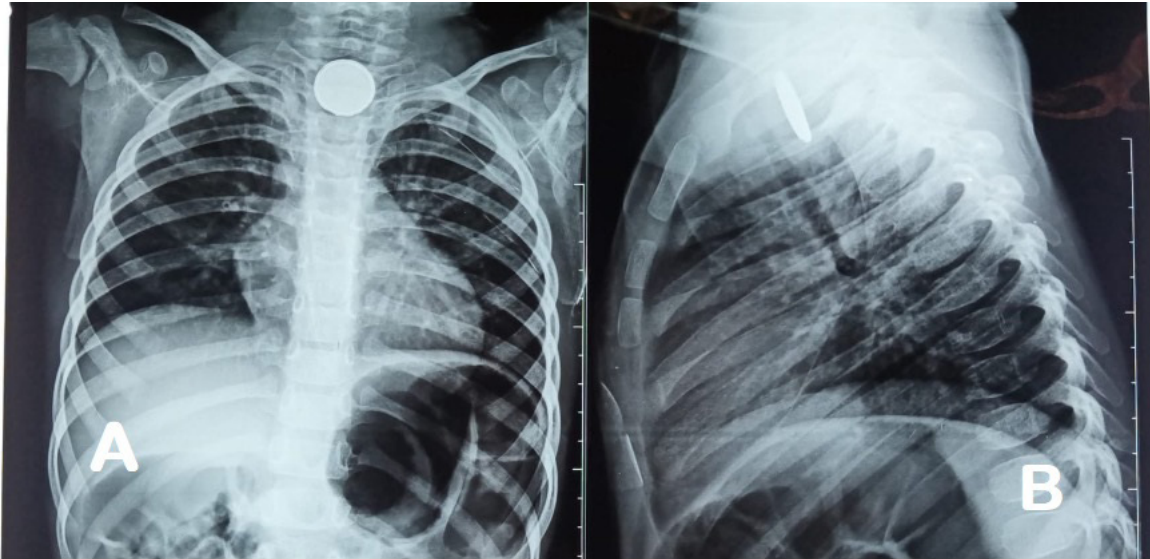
A: Presencia de pila de botón en tercio superior de esófago en radiografía anteroposterior de tórax. B: Presencia de pila de botón en tercio superior de esófago en radiografía lateral de tórax.
